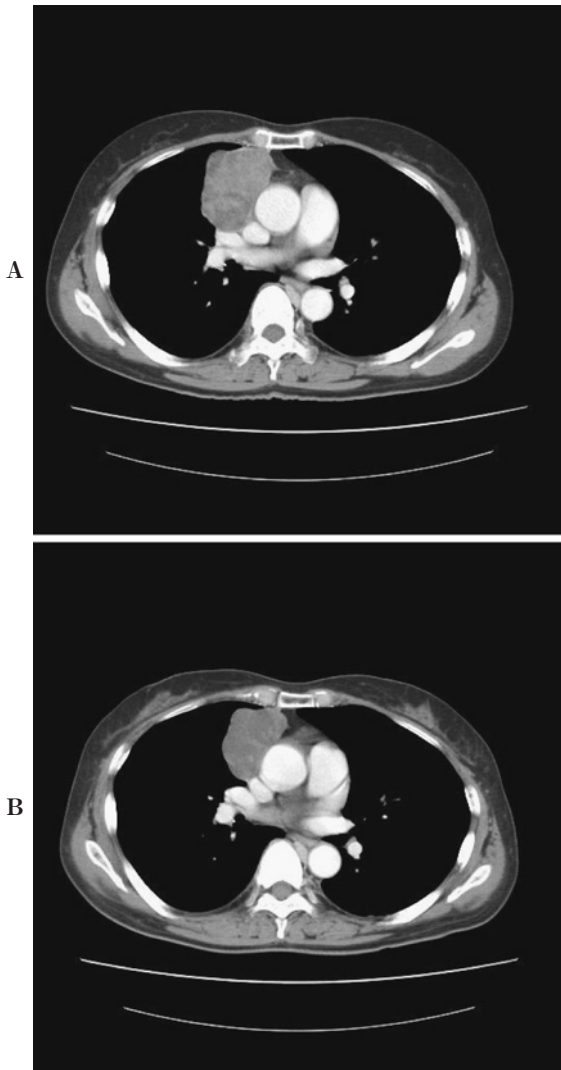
A. Chest CT on admission shows a mass shadow in the anterior mediastinum. B. Chest CT one month after taking steroids shows the reduced mass shadow.
